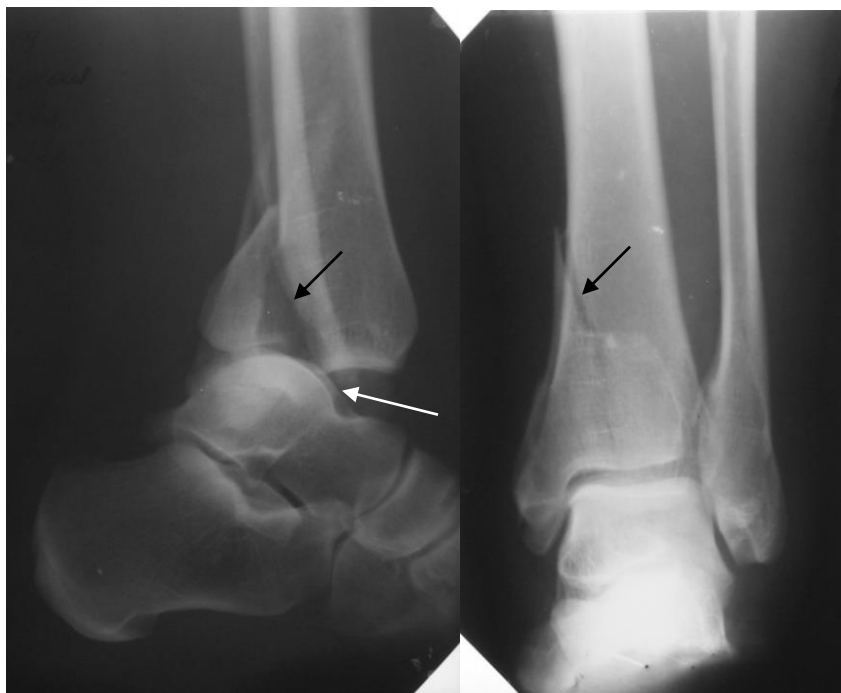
Прицельные рентгенограммы голени в прямой и боковой проекциях. В области дистального метафиза и эпифиза большеберцовой кости имеется линия перелома (стрелка), расположенная под углом в вертикальном направлении, смещение отломка заднего края большеберцовой кости кзади. Несоответствие суставных поверхностей в голеностопном суставе (белая стрелка). Внутрисуставной перелом заднего края большеберцовой кости, вывих стопы кзади
